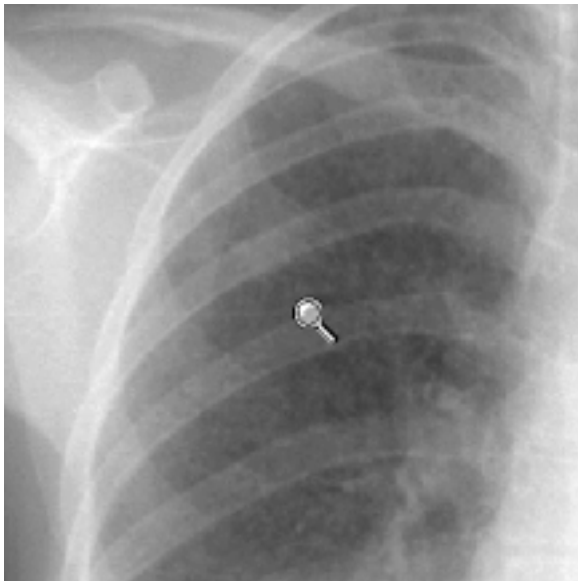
Ampliación de la zona del lóbulo superior derecho de una radiografía de tórax de una paciente de 18 años de edad, que evidencia un patrón miliar diseminado. El diagnóstico de tuberculosis miliar se confirmó por el estudio antomo-patológico y el cultivo de la pieza de biopsia transbronquial.
